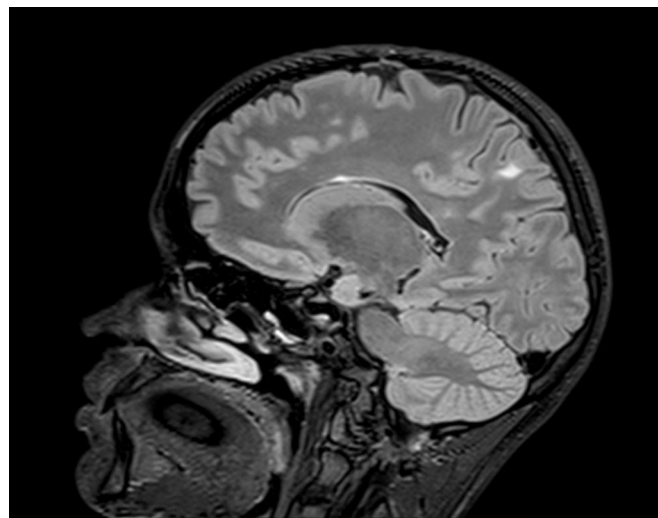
МРТ головного мозга (FLAIR-изображение). Обнаруживаются очаги T2/FLAIR-гиперинтенсивного сигнала (очаги демиелинизации), расположенные перивентрикулярно и юкстакортикально (указаны стрелками)
